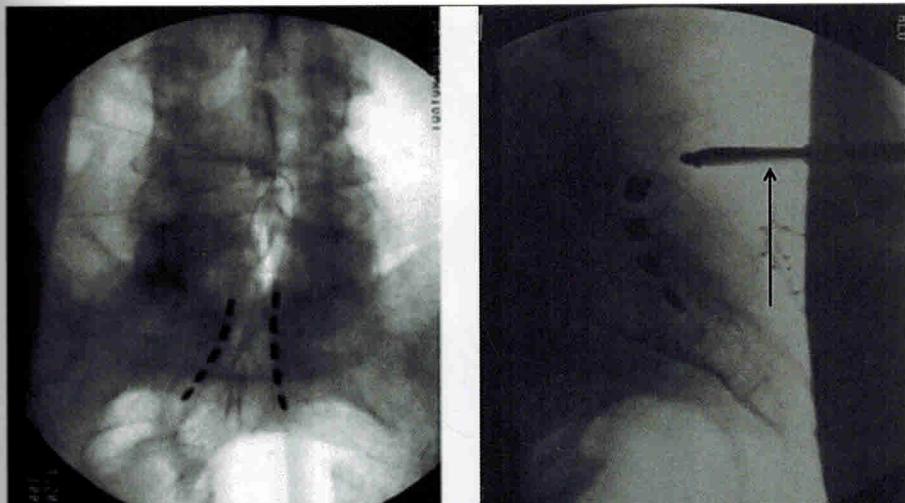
Ретроградная имплантация электродов для стимуляции тазовых нервных корешков. Слева – двусторонняя тазовая стимуляция с использованием 3,8-миллиметровых четырехконтактных селективных плоских электродов, расположенных краинокаудально (ламинотомия на уровне S_1). Дистальные контакты являются анодами в каждом из отверстий S_{II} , три проксимальных контакта являются катодами. Справа – рентгенограмма того же пациента в боковой проекции. Диссектор Пенфилда (указан стрелкой) используется для приподнятия электрода при продвижении 3,8-миллиметровых плоских электродов вдоль отверстия S_{II} .
